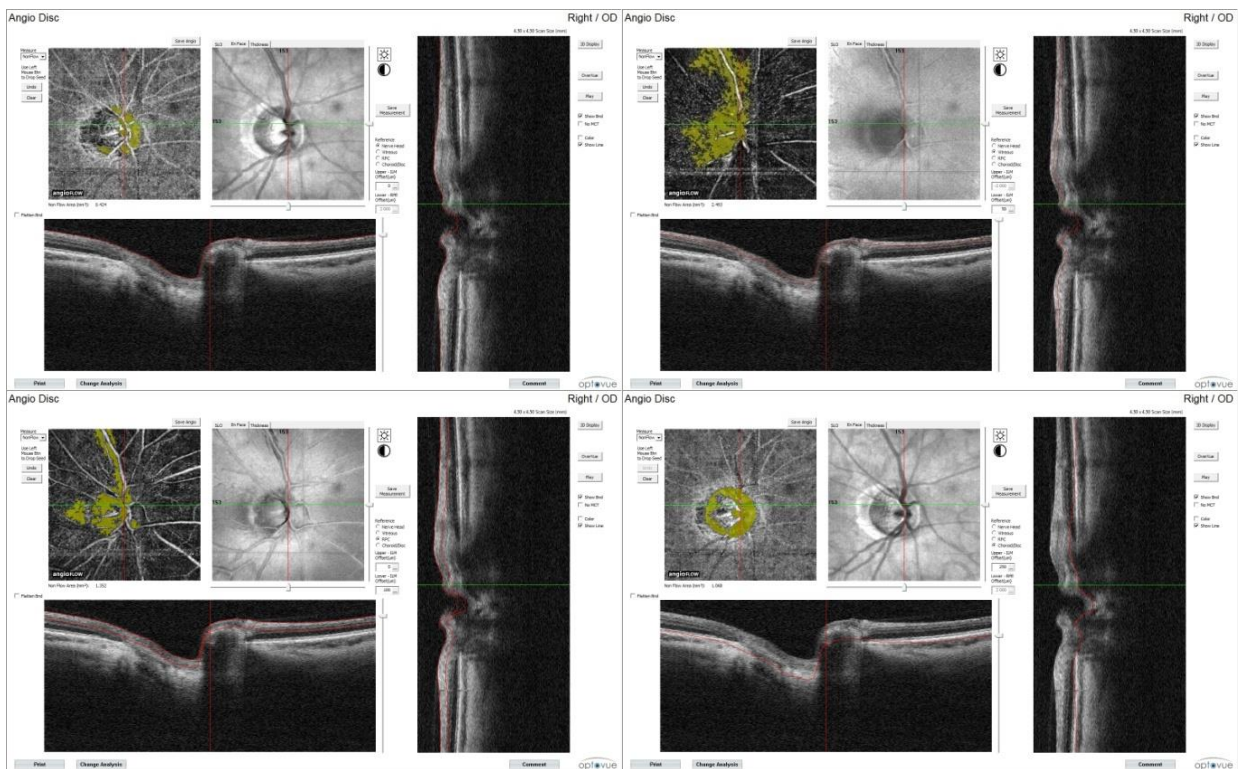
Протоколы исследования неперфузируемых зон ДЗН правого глаза пациентки Ш.
